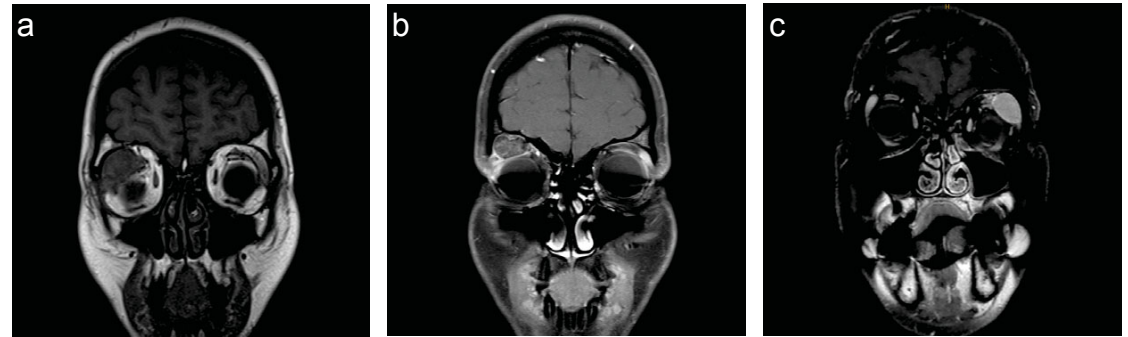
Raumforderung in der Tränendrüse im MRT (T1-Gewichtung). (a) Hypointenser Tumor in der rechten Tränendrüse (Fall 1); (b) Teils hypo- und teils hyperintenser Tumor in der rechten Tränendrüse und (c) hyperintenser Tumor in der linken Tränendrüse.
